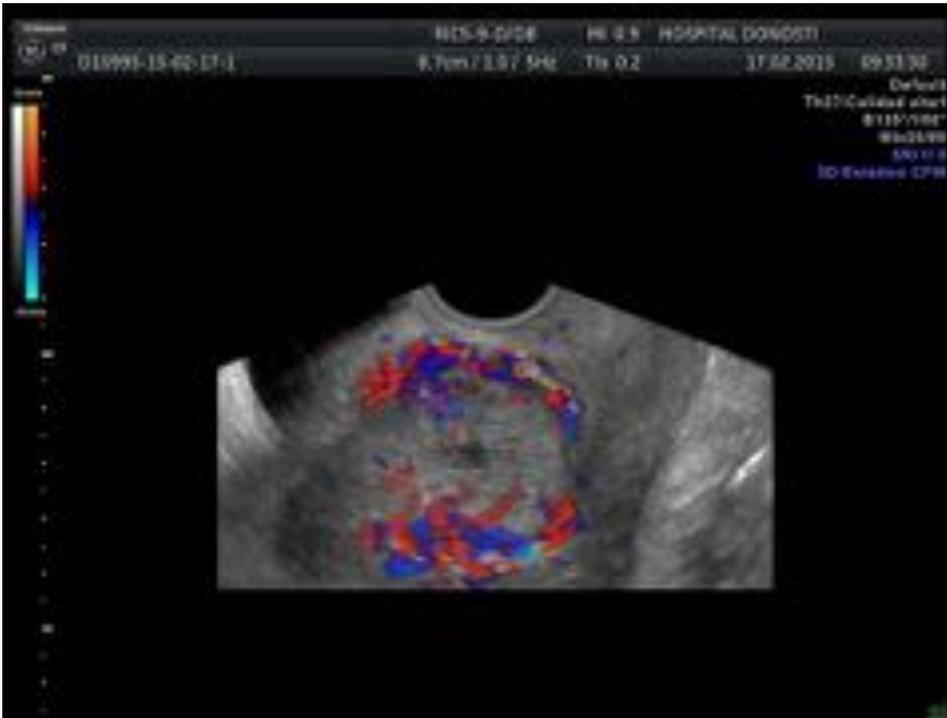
Fig 15 y 16. Imágenes de ecografía transvaginal. Lesiones hiperecoicas (15) y posteriormente regiones anecoicas (16) por la necrosis.
